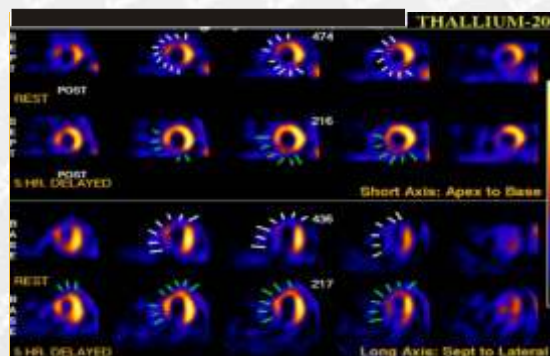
IMAGEN DE SPECT CON REINYECCION DE TALIO 201
